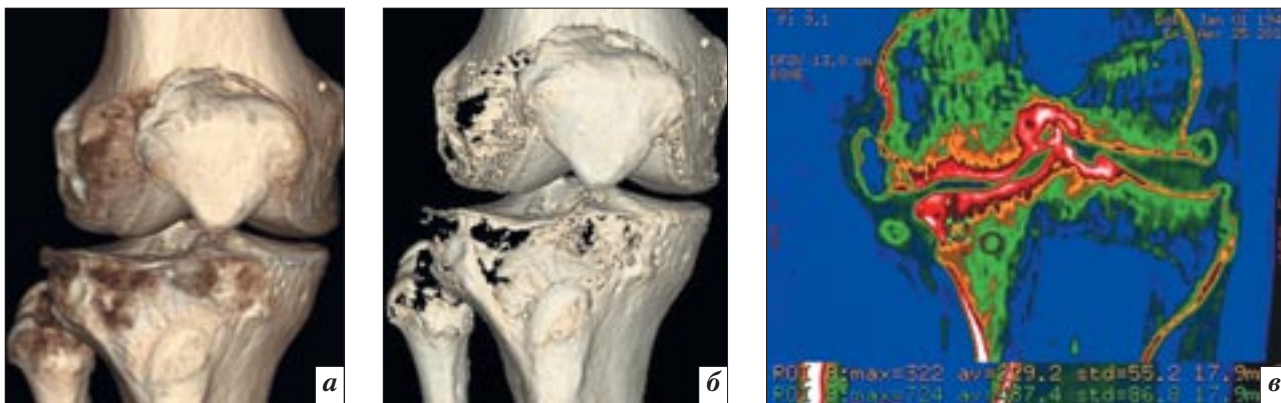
Результаты МСКТ коленных суставов: а, б – больной Ш., 33 лет, с деформирующим артрозом III ст., VRT; в – больной Б., 70 лет, с деформирующим артрозом IV ст., MPR, ColorMap.
